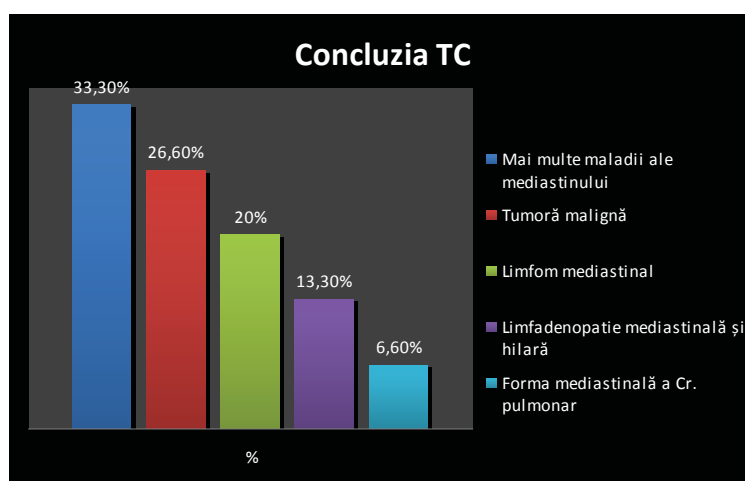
Concluzia CT a toracelui
